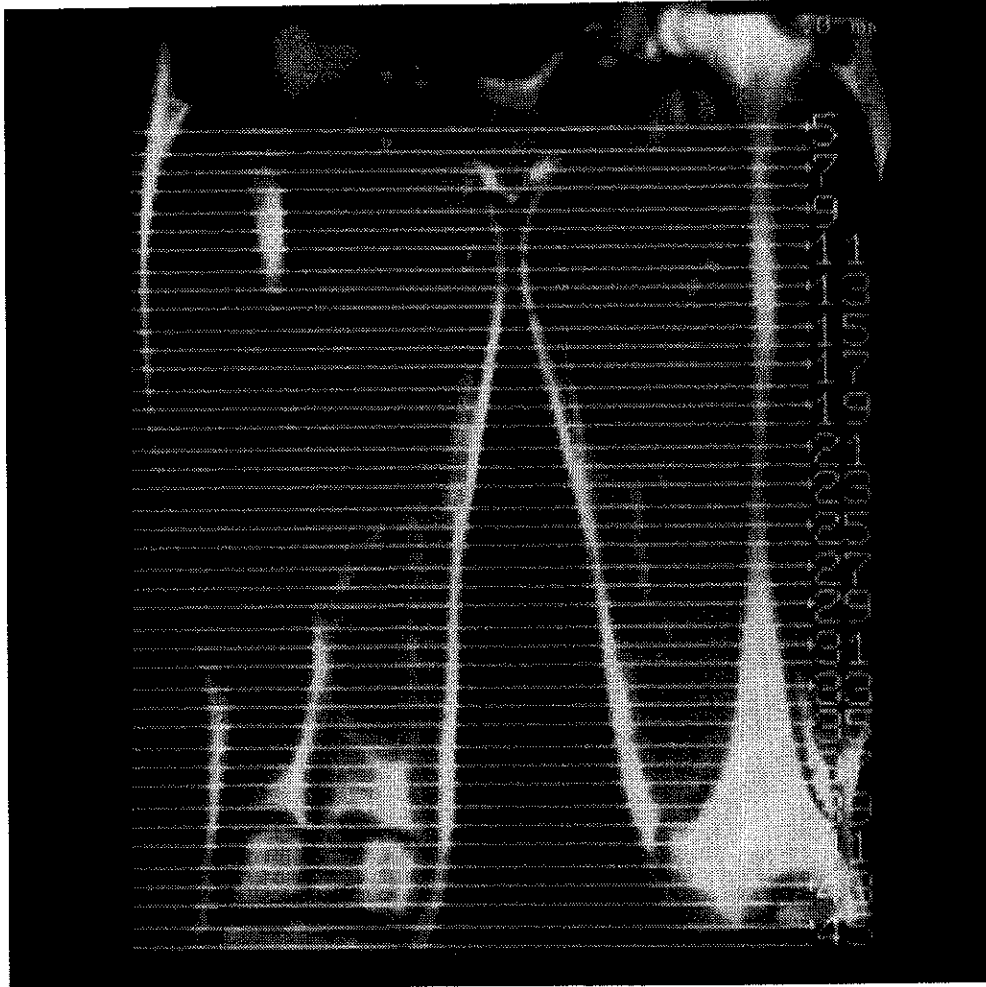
Magnetic resonance imaging scans of colonal planes of right-leg thigh. The numbers at right side of the image shows the axial scan position.
